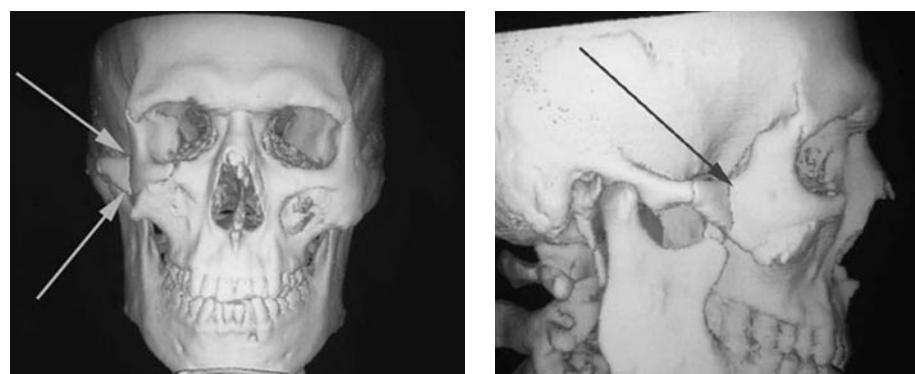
Перелом правой скуловой кости и скуловой дуги. 3D-КТ, прямая и правая боковая проекции.
